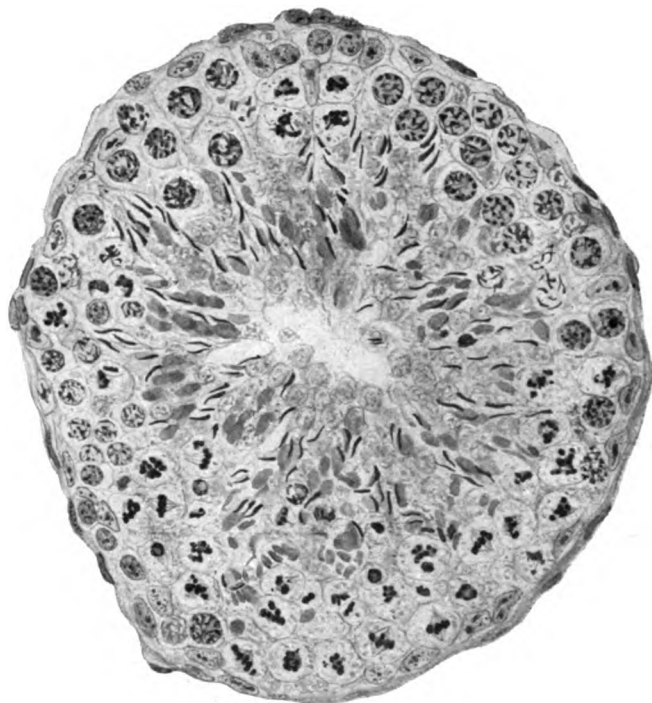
Stadium III und IV der Röntgendepopulation des Hodens (Prot. Nr. 1, l.). Haematox. Eosin, Zeiß, KO. 5 \times , Ap. 90. Rechts im Bilde Stadium III: Sertolizellen, Spermiozyten, Spermien; links und oben Stadium IV: Sertolizellen, Reifeteilungen, Prä spermiden bzw. Spermien.
